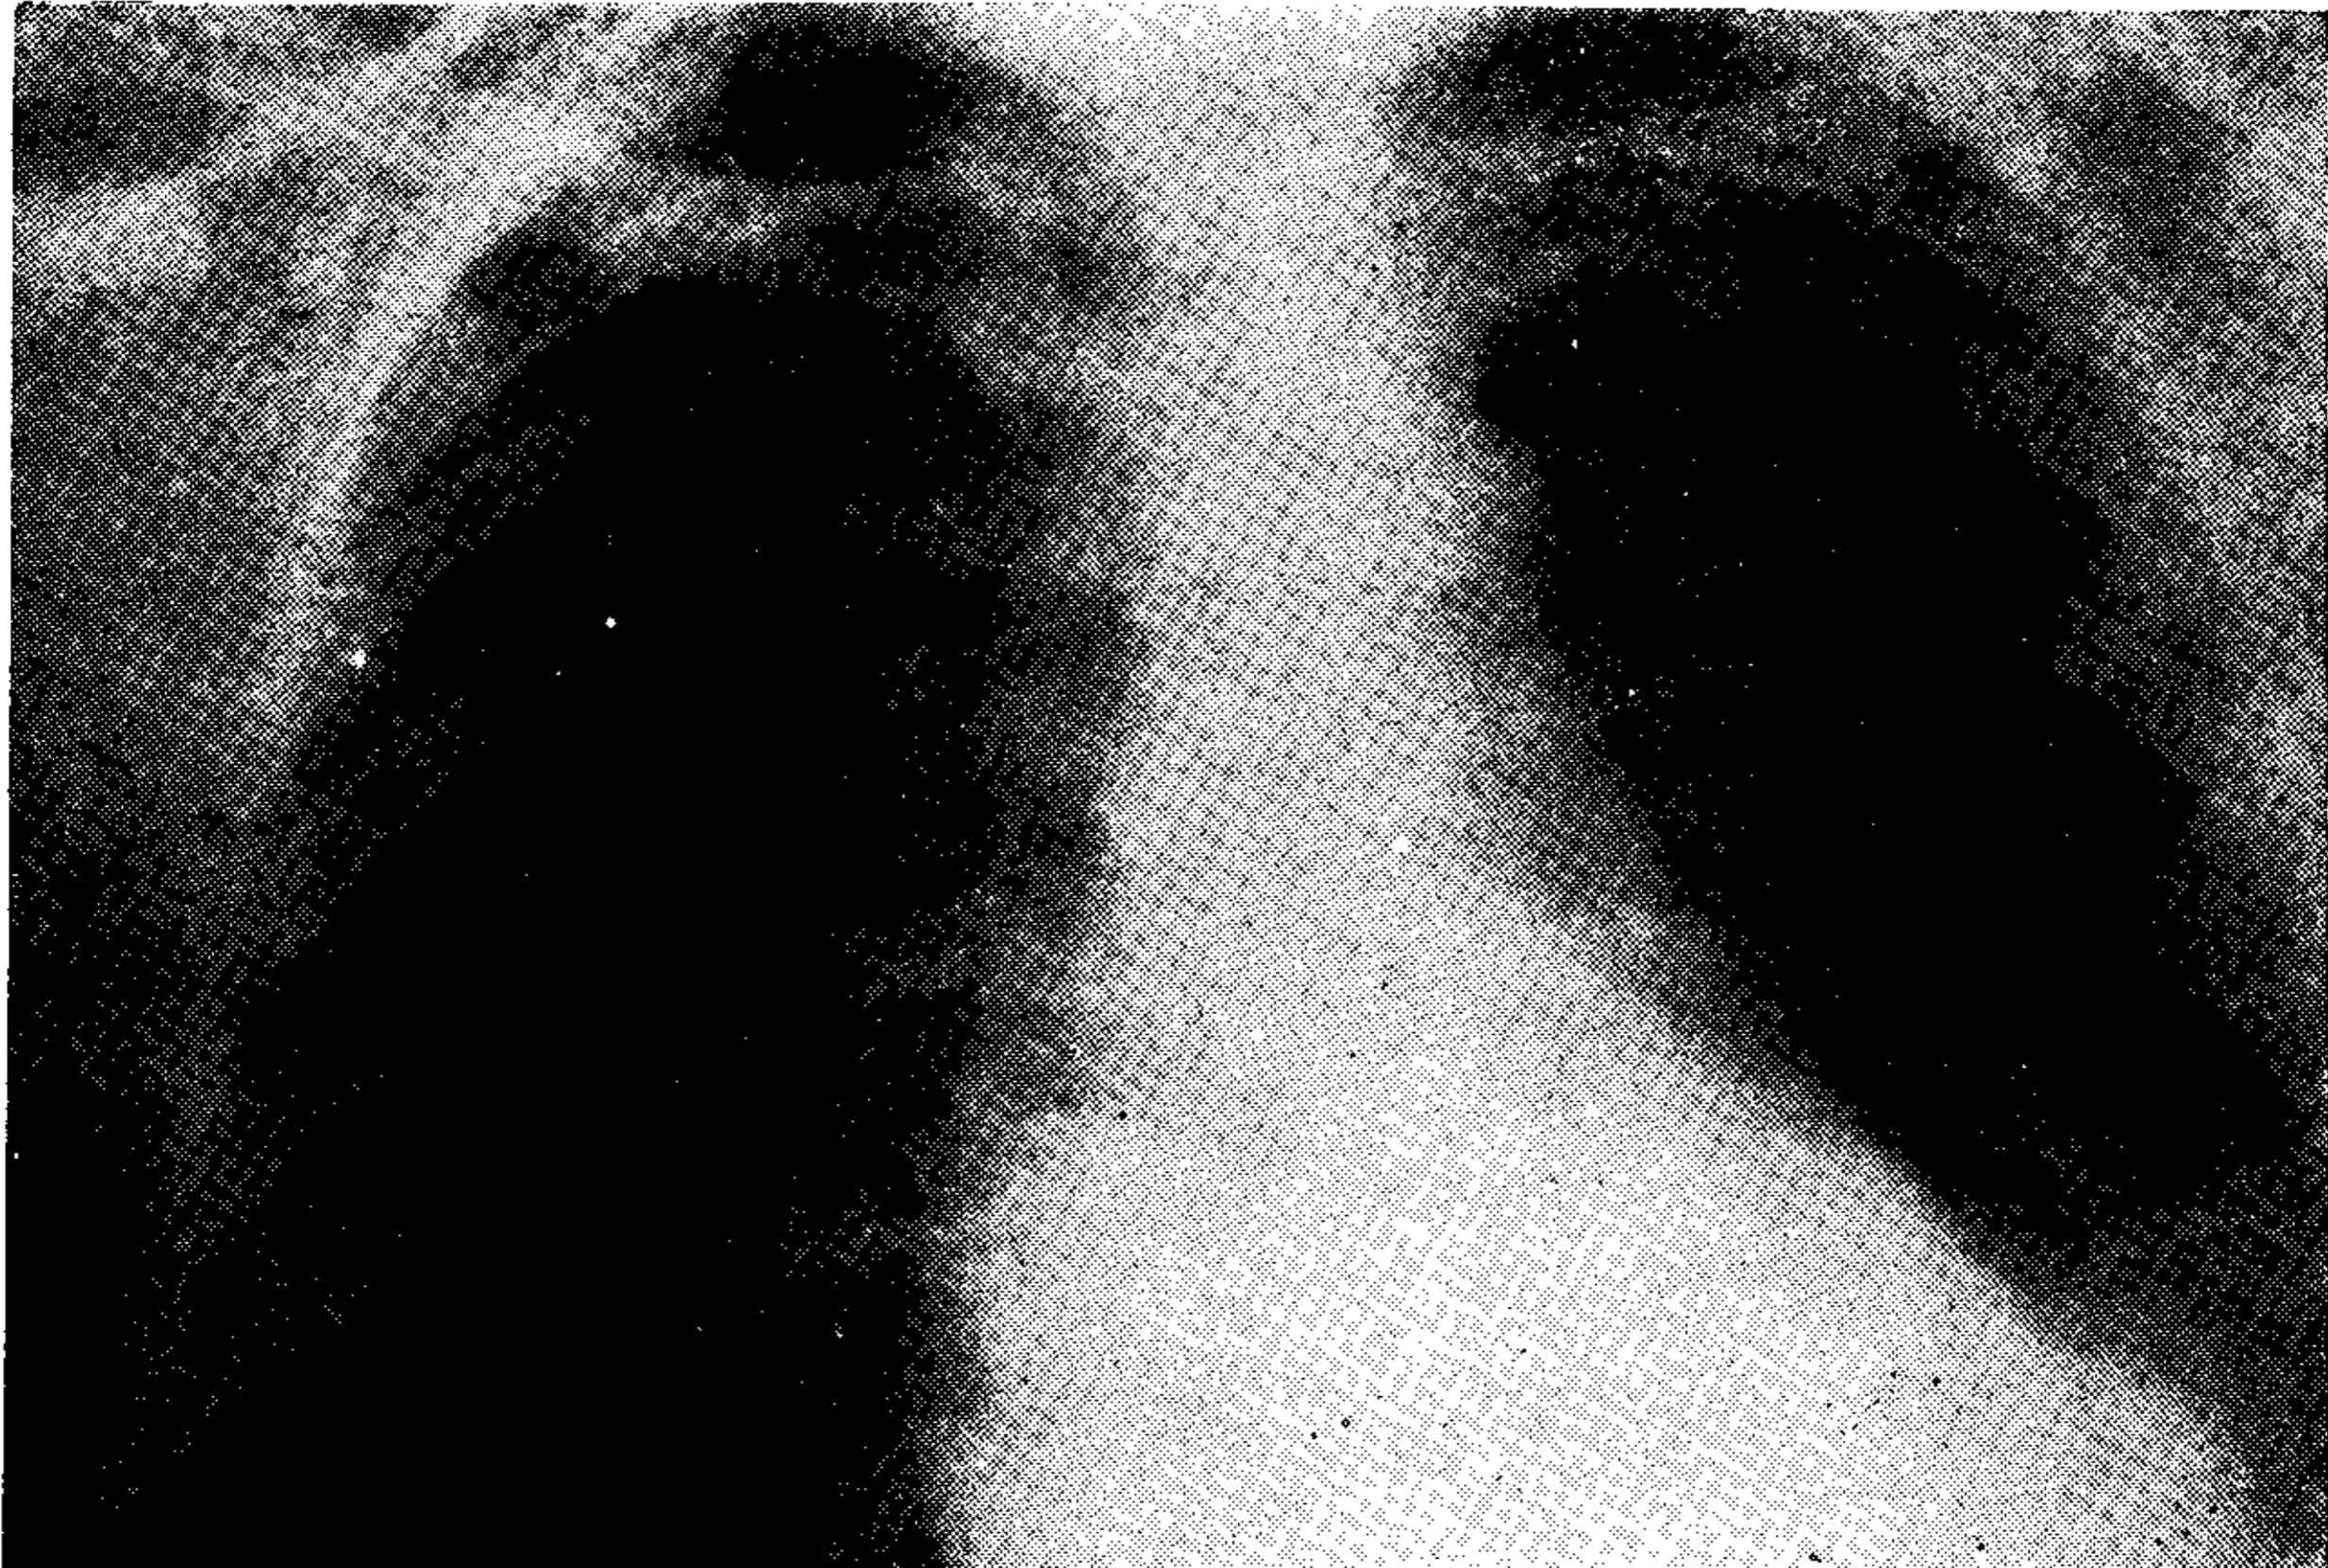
A) Radiografía de tórax obtenida el 2-11-77, en la que se observa el derrame pleural izquierdo.
